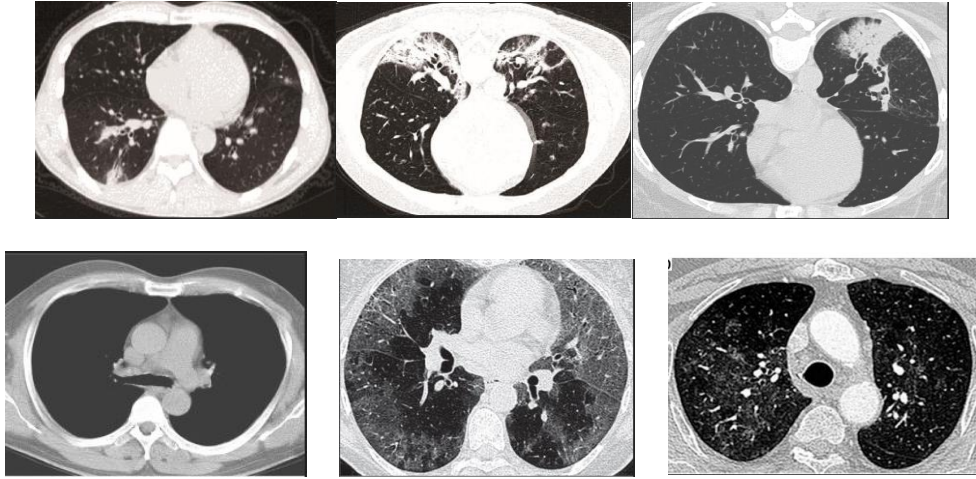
Examples of CT Images (COVID-19 (Top) and Non-COVID-19 (Bottom))
